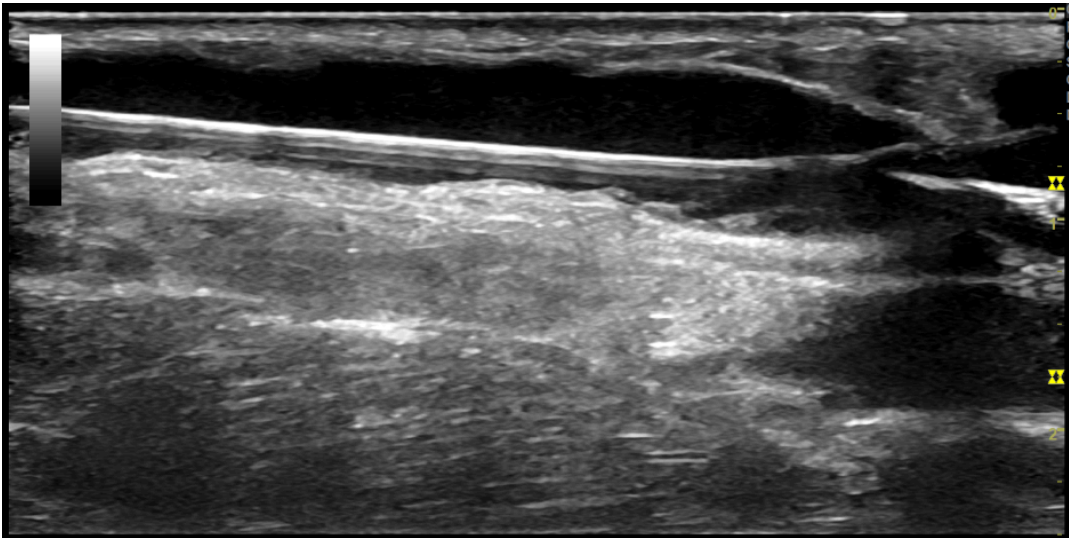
Échographie mode B montre le rétablissement du calibre de la veine
